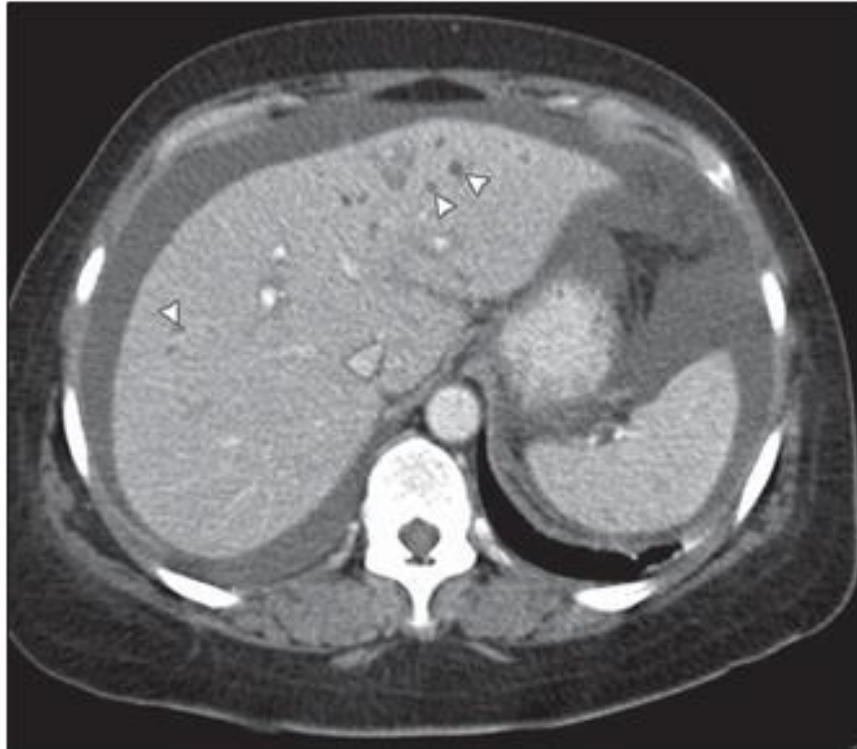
une TDM sur une coupe axiale avec contraste objectivant de multiples petits granulomes de faible atténuation (flèches) dispersés dans le parenchyme hépatique avec une ascite dans la cavité péritonéale [10].
